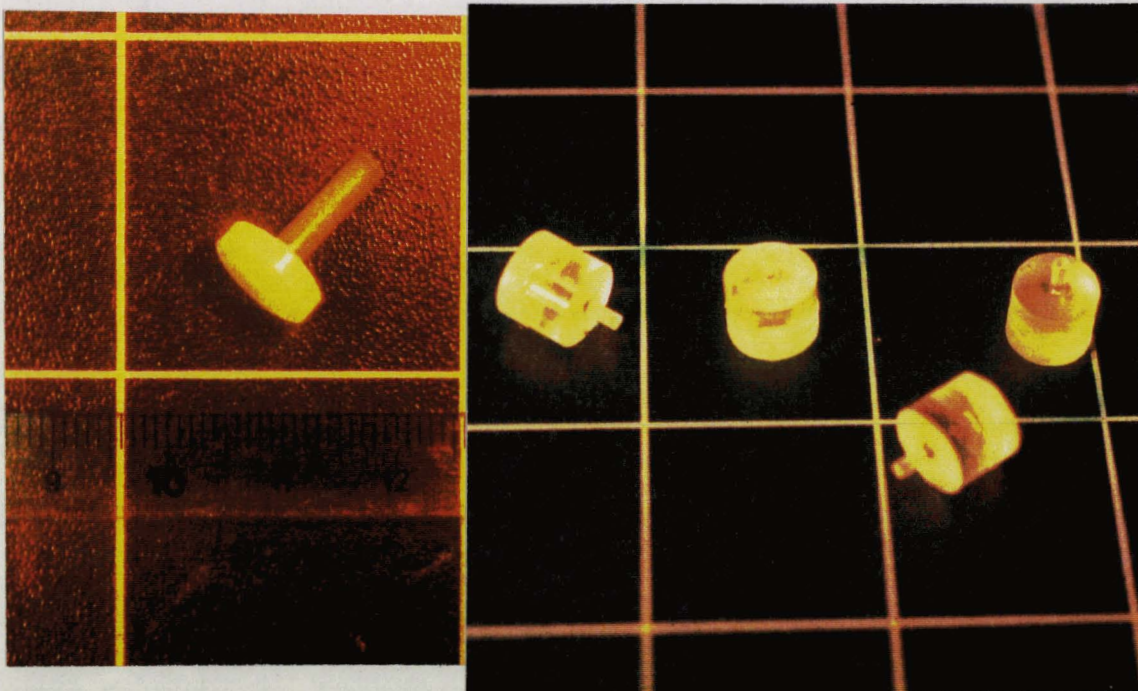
a Photo des supports destinés à être placés dans les trous de fixation du cadre. Ils servent au repérage en TDM (Voir Chapitre IV) et on y insère les marqueurs en IRM (b)
